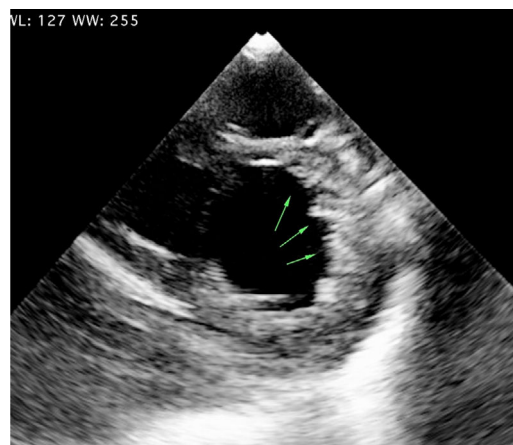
Vista de eje corto por ecocardiografía 2D. Paciente femenina de 15 años con miocardiopatía no compactada del ventrículo izquierdo. Se observan trabeculaciones y recesos en miocardio de la pared lateral, Laboratorio ecocardiografía, Hospital Universitario Mayor -Méderi.
